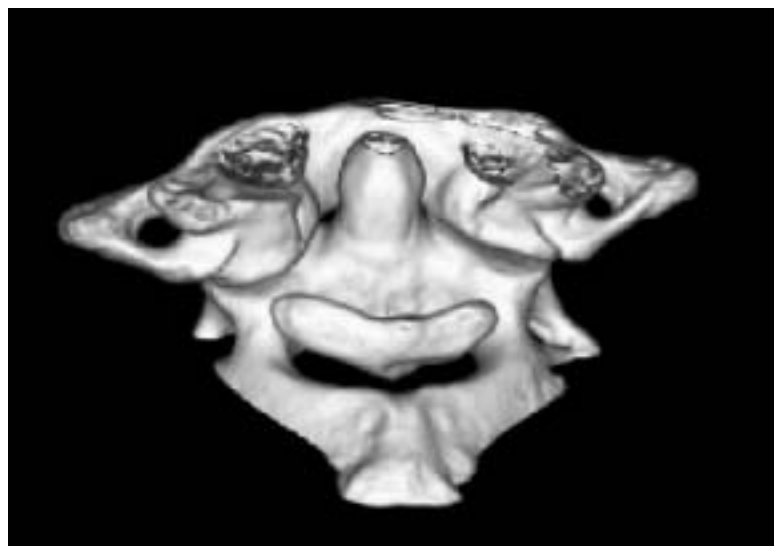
Caso 1: Imagen de TAC con reconstrucción 3D.
